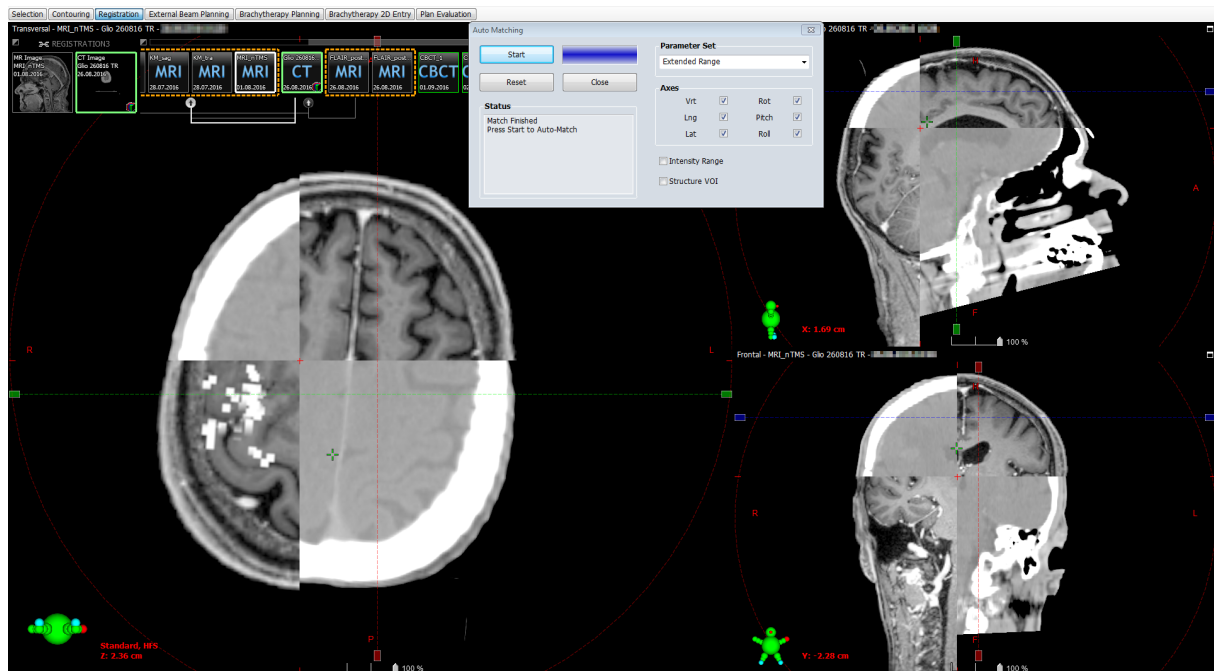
Automatische Fusion einer Planungs-CT-Aufnahme mit einer cMRT-Bildgebung
